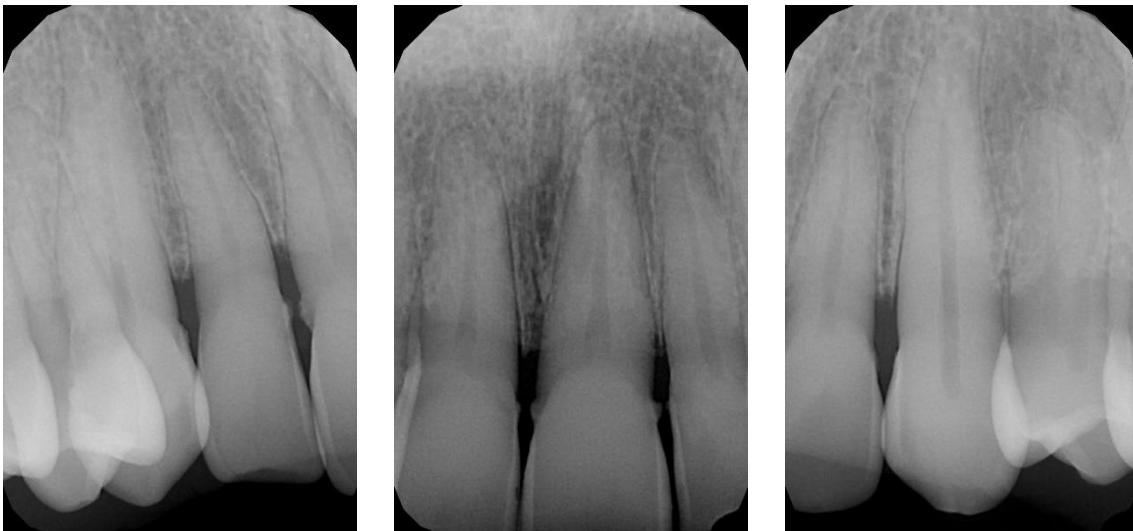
Radiografías periapicales del sector anterior superior.
